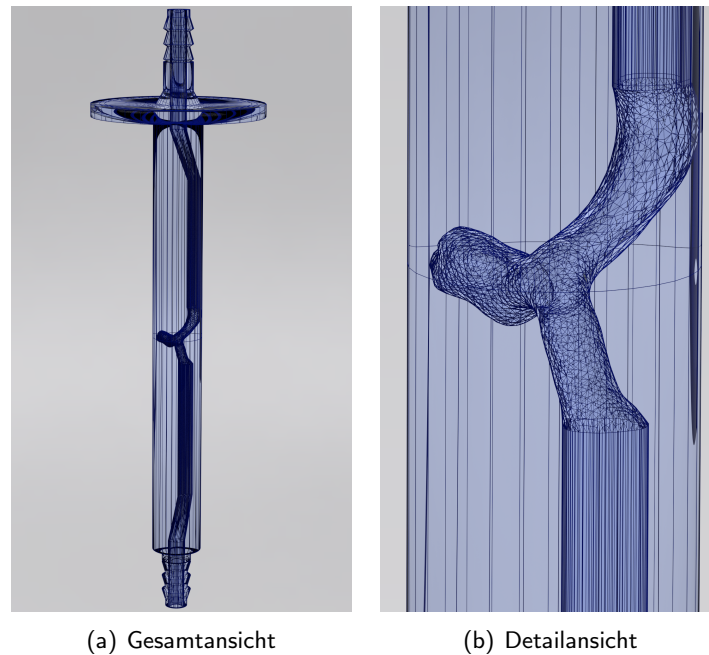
Modell D: Durchsichtiges Rendering eines 3D-Aneurysma-Modells, für das ein reales Tieraneurysma als 3D-Druckvorlage dient. Oben und unten existieren jeweils zwei Anschlüsse für Silikonschläuche, das Innere ist hohl. In der Mitte des Röhrchens befindet sich das zu durchströmende Gebiet, welches genau innerhalb der Sende- und Empfangseinheit des Tomographen liegt. Die Verbreiterung oben dient als Halterung für den 3D-Druck im Tomographen. (a) Gesamtansicht. (b) Detailansicht.*
